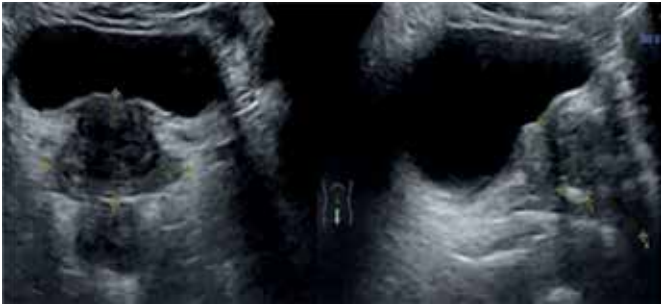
Ecografía transabdominal con vejiga llena en corte coronal y longitudinal de próstata.¹⁰
